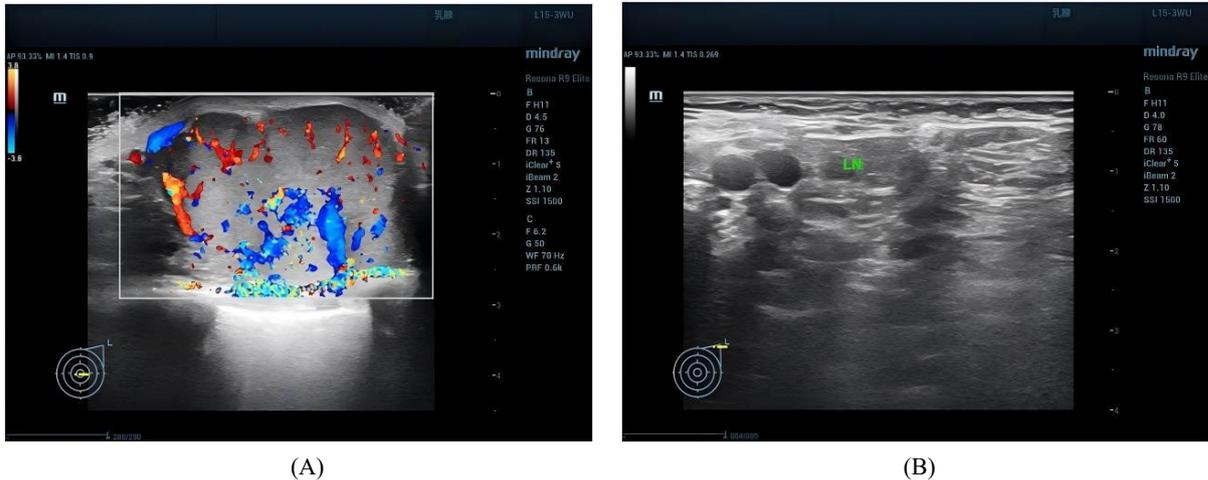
(A) Color Doppler ultrasonography of the left breast demonstrating prominent vascularity within a focal lesion; (B) Grayscale ultrasound of the left axillary region showing a round-shaped lymph node (LN) with a clear boundary but an indistinct corticomedullary differentiation
